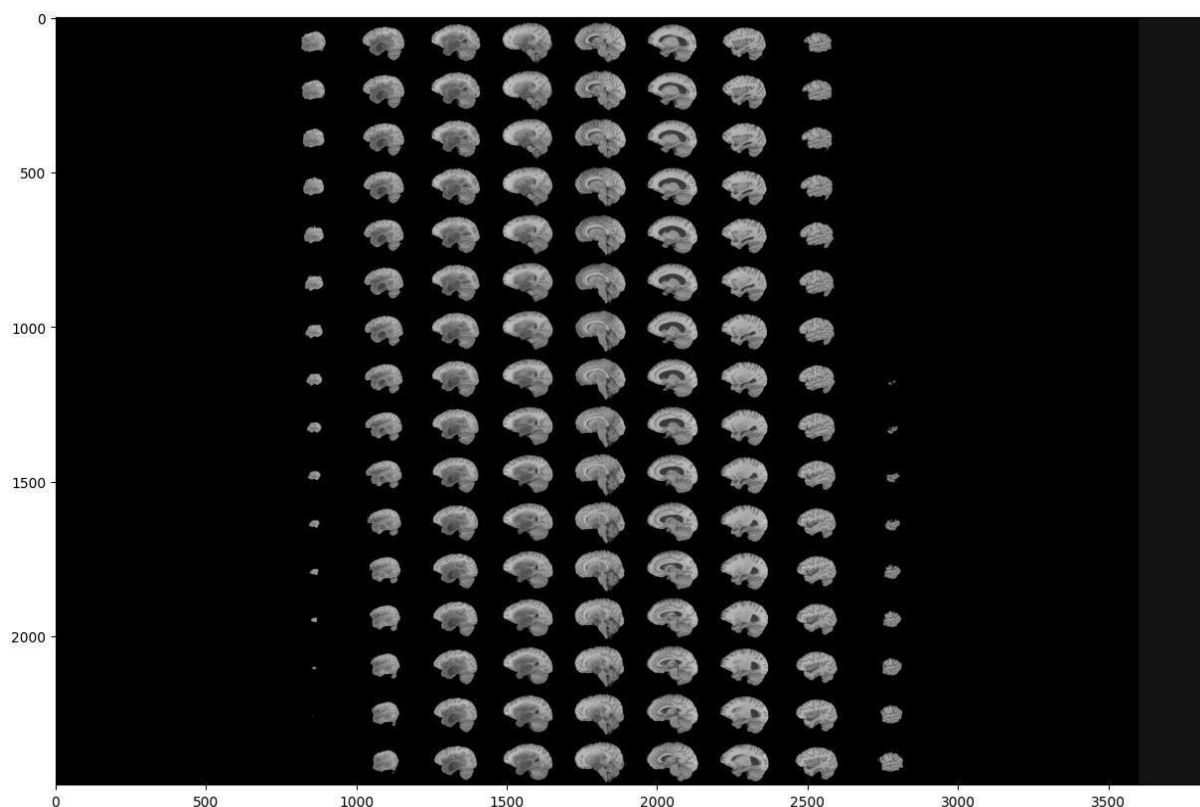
Відображення всіх зрізів МРТ-сканування для модальності T1 для першого пацієнта
